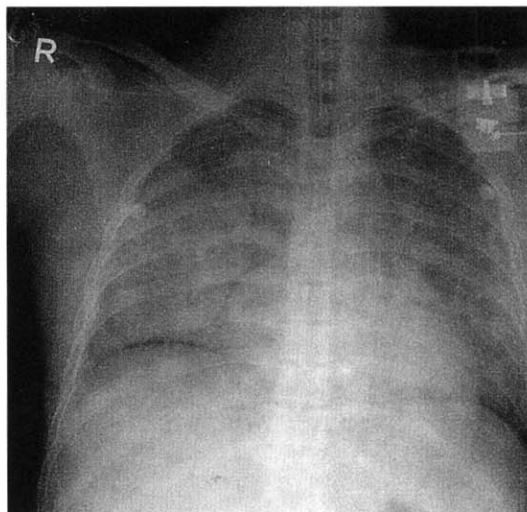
Chest radiograph of patient No 6. patient on the day of admission showing a bilateral diffuse infiltration with a minimal pleural effusion.
